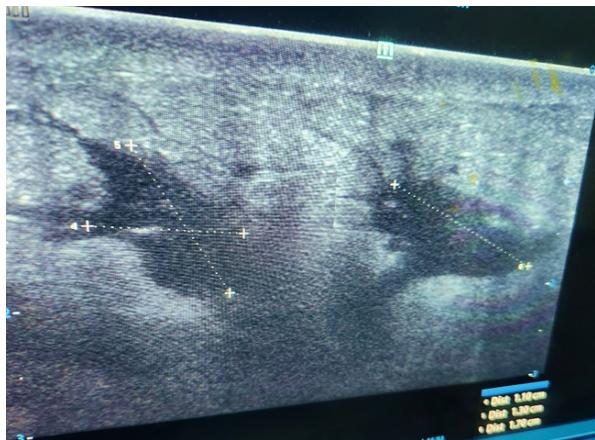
Ultrasonido abdominal, con dos áreas de colección de contenido hipoeucogénico.
